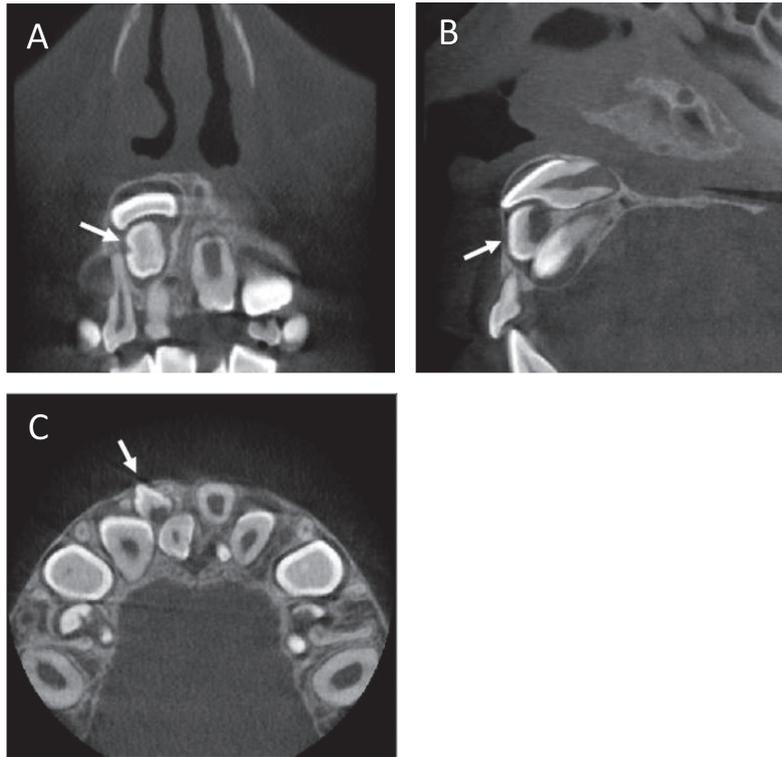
コンビーム CT 画像 (8 歳 1 か月)
